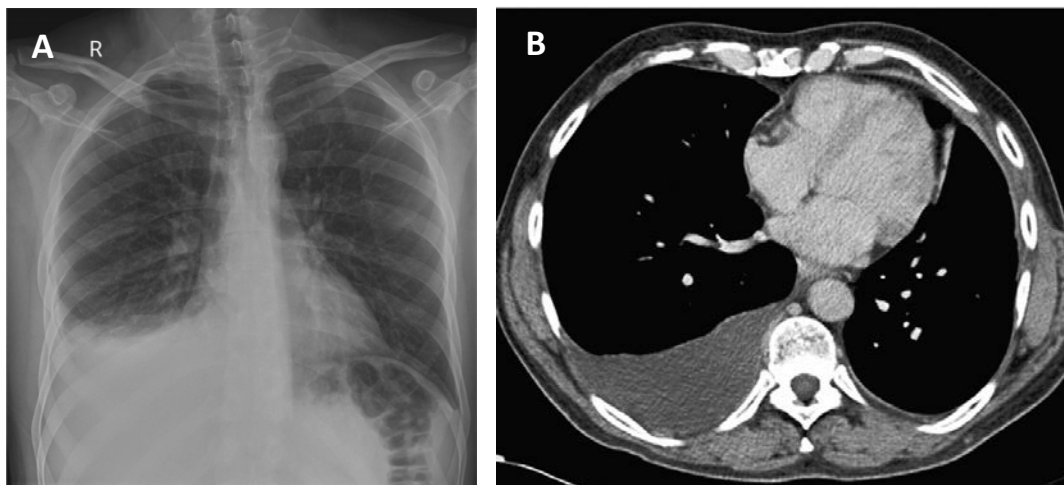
Visualització de la formació d'un vessament pleural per mitjà de dues tècniques d'imatge. (A) Radiografia frontal de tòrax d'un pacient amb vessament pleural on s'observa acumulació de líquid pleural a la part inferior del pulmó esquerre (Imatge obtinguda de *Panjwani, A. Breathe. 2017*). (B) Tomografia computeritzada on es detecta l'acumulació de líquid pleural al pulmó dret (adaptada de *Hooper, C. Thorax. 2010*).
